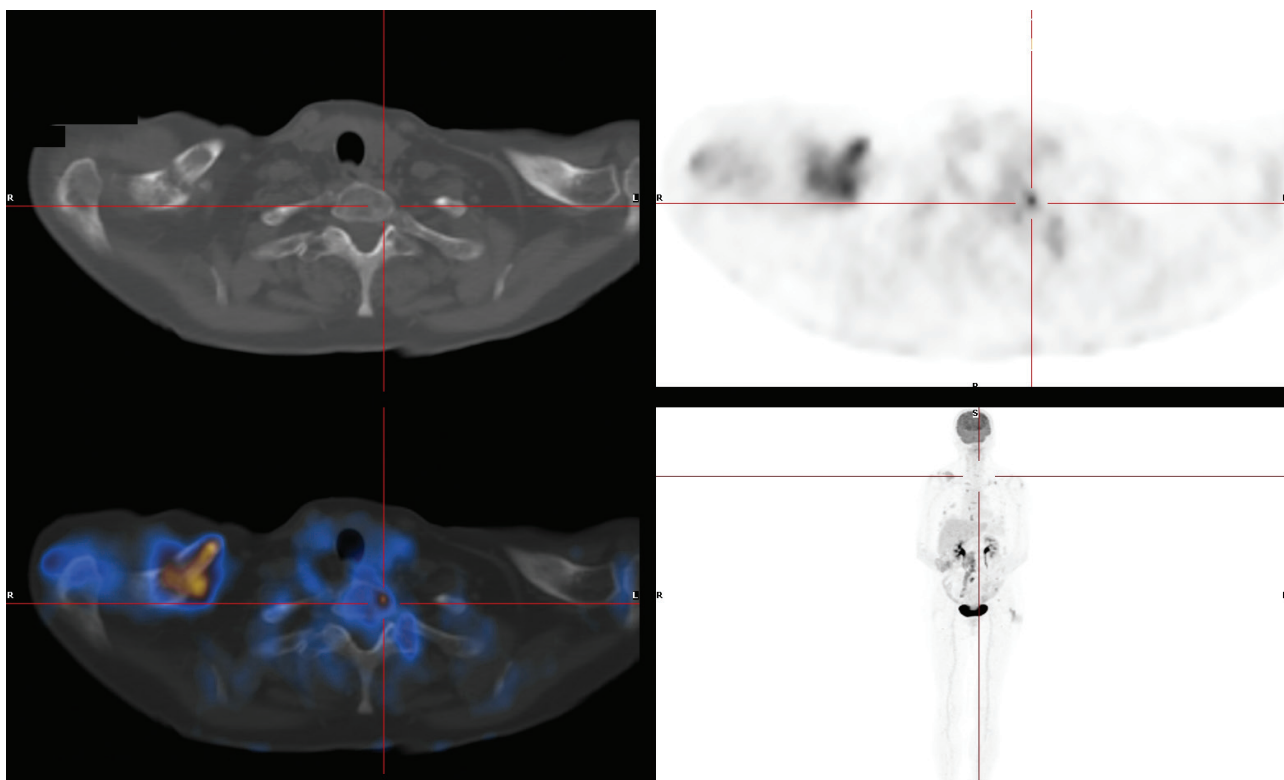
FDG PET-CT on the left showing clavicle fracture and osteolytic thoracic spine vertebrae lesions, both metabolically active and, on the right, a delayed enhancement sagittal view of the overall burden of the metabolically active osteolytic lesions
